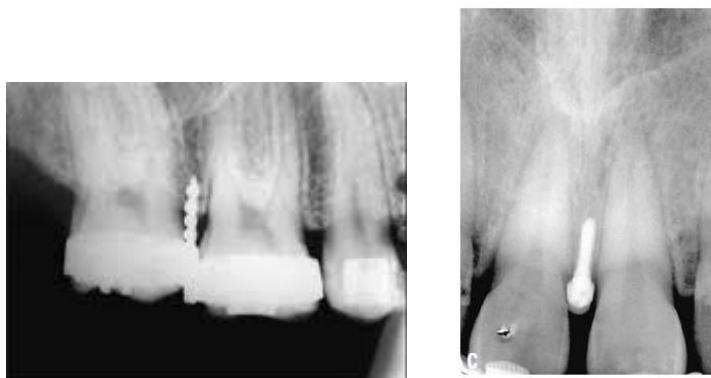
Ilustração de radiografia periapical, mini-implante instalado.
